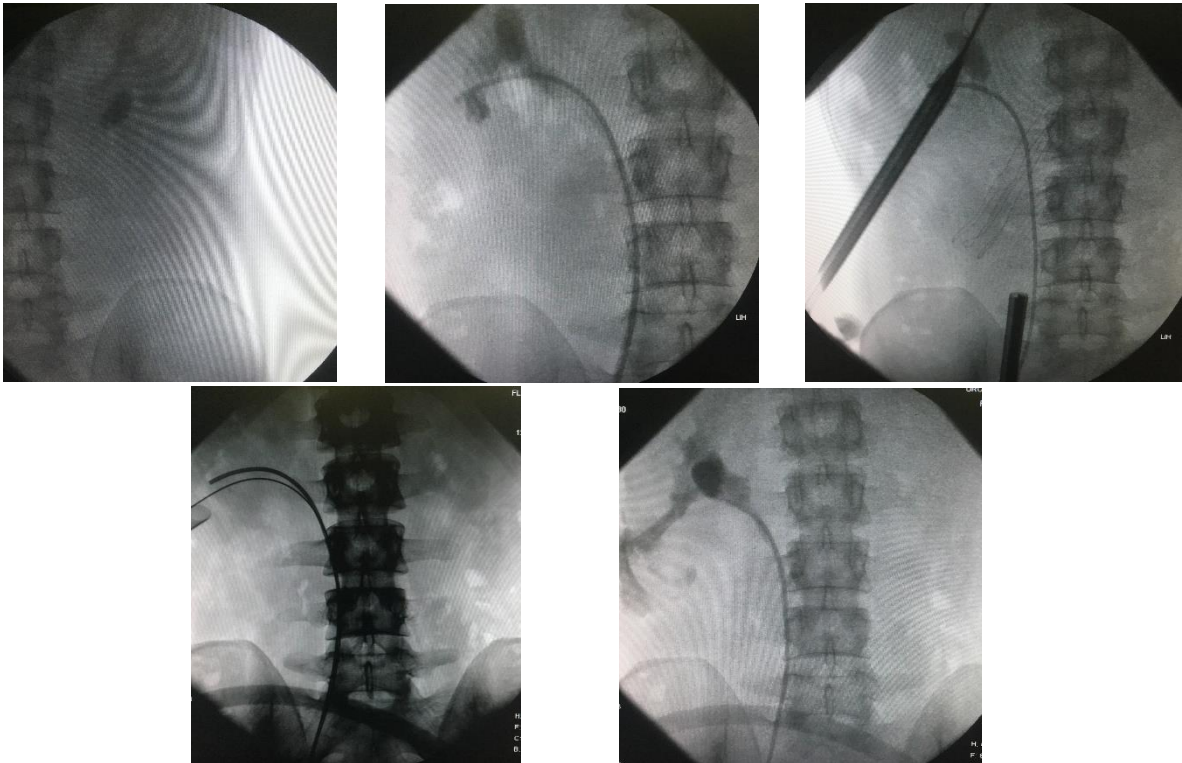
№5-9 Рентгеноскопические этапы ЧНЛТ (то же наблюдение)
